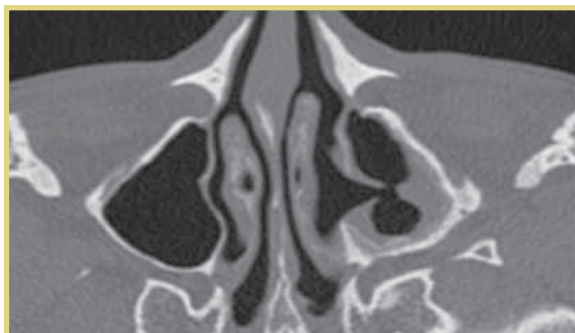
КТ придаточных пазух носа в аксиальной проекции; контрольное КТ-исследование через 6 мес после операции (послеоперационное соустье сформировано, рецидивы экзостозов не выявлены, имеется умеренно выраженное пристеночное фибрирование)
